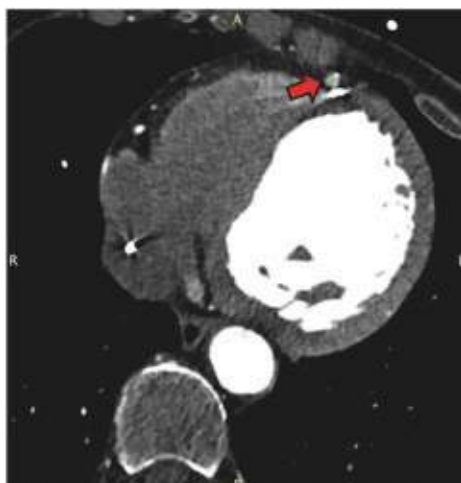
Chest computed tomography angiography A pseudoaneurysm of the distal LAD (red arrow) is visible near the distal tip of the right ventricular lead.
